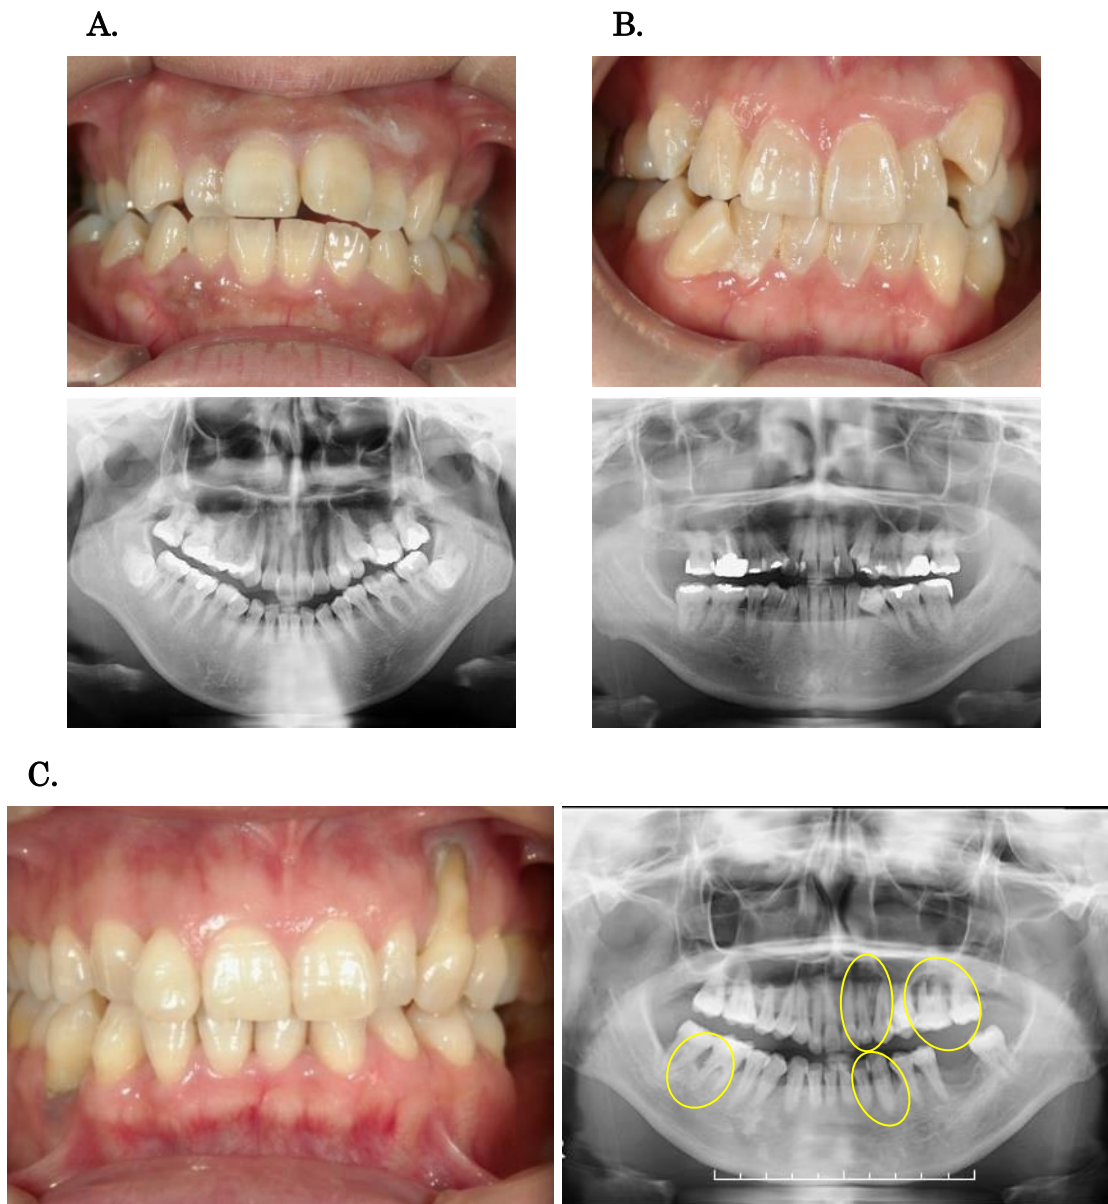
MFSおよびLDS患者における口腔内写真とパノラマX線写真
